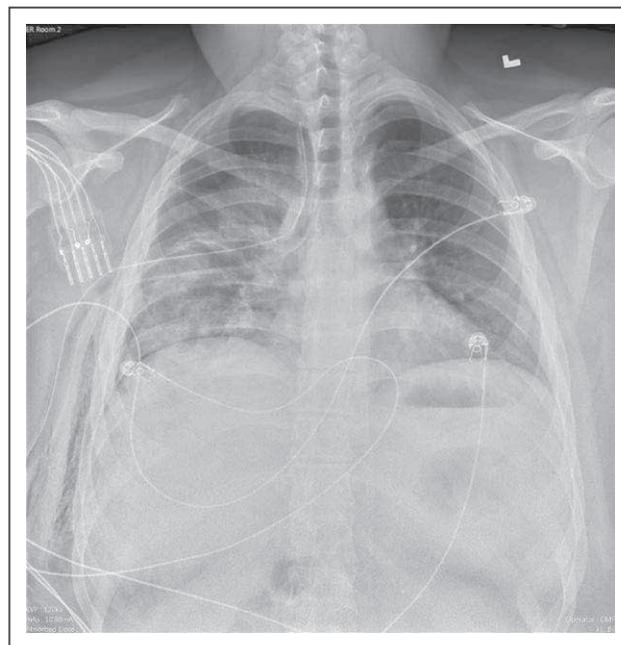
Radiografía torácica que muestra la colocación del tubo torácico del lado derecho con resolución del neumotórax derecho y la desviación mediastínica.
